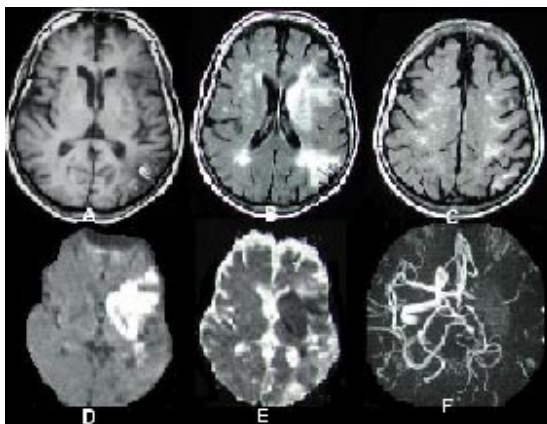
Caso ejemplo. La RM muestra: (A) un corte T1 axial con una zona de menor señal en cápsula interna y núcleo lenticular izquierdo, además de un área de señales heterogéneas, córtico-subcortical en cara externa ténporo-parietal del mismo lado, con área laminar de hiperseñal que dibuja la figura cortical de un pequeño sector. (B) Un corte axial en FLAIR con múltiples focos de hiperseñal en sustancia blanca cerebral y confluyentes en la del espacio paraesplénial, bilateral, en relación con eventos isquémicos a vaso pequeño e isquemia cerebral crónica, respectivamente. Además de un área mayor de señales heterogéneas a predominio de hipersenal en territorio superficial y profundo de la cerebral media izquierda y otra, adyacente al paraesplénial izquierdo. (C) Otro corte superior en Flair que muestra hiperseñales en pequeñas áreas como secuela de eventos isquémicos a vaso pequeño. En Resonancia Magnética Funcional, la prueba de difusión muestra (D) el compromiso parcial y profundo del parénquima correspondiente al territorio vascular de la arteria cerebral media izquierda y con extensión hasta el tejido adyacente a la pared lateral del cuerno posterior del mismo lado. La zona posterior da una leve señal heterogénea. En el mapa ADC (E) la zona que corresponde al sistema estriado, parte lateral del tálamo, cápsula interna, parte del parénquima córtico-subcortical temporal anterior y zona adyacente al cuerno posterior derecho se comportan con hiposeñal lo que esta en relacion con la agudeza del evento isquémico. Otras zonas del mismo territorio vascular que se comportan con hiperseñal difusa denotarían eventos isquémicos antiguos, por lo que el anterior correspondería a una reagudización o nuevo evento. (F) La angioresonancia muestra la ausencia de la señal de flujo de la arteria cerebral media izquierda desde su tronco inicial, la irregularidad de contorno y señal del sistema arterial basal cerebral que toma un aspecto “arrosariado” por degeneración de la pared vascular arterioesclerótica. La zona profunda correspondiente al evento isquémico agudo da una leve hipeseñal difusa que no se sustrae que correspondería a un leve componente de sufusión sanguínea, mostrando el fenómeno como un infarto rojo o hemorrágico.
